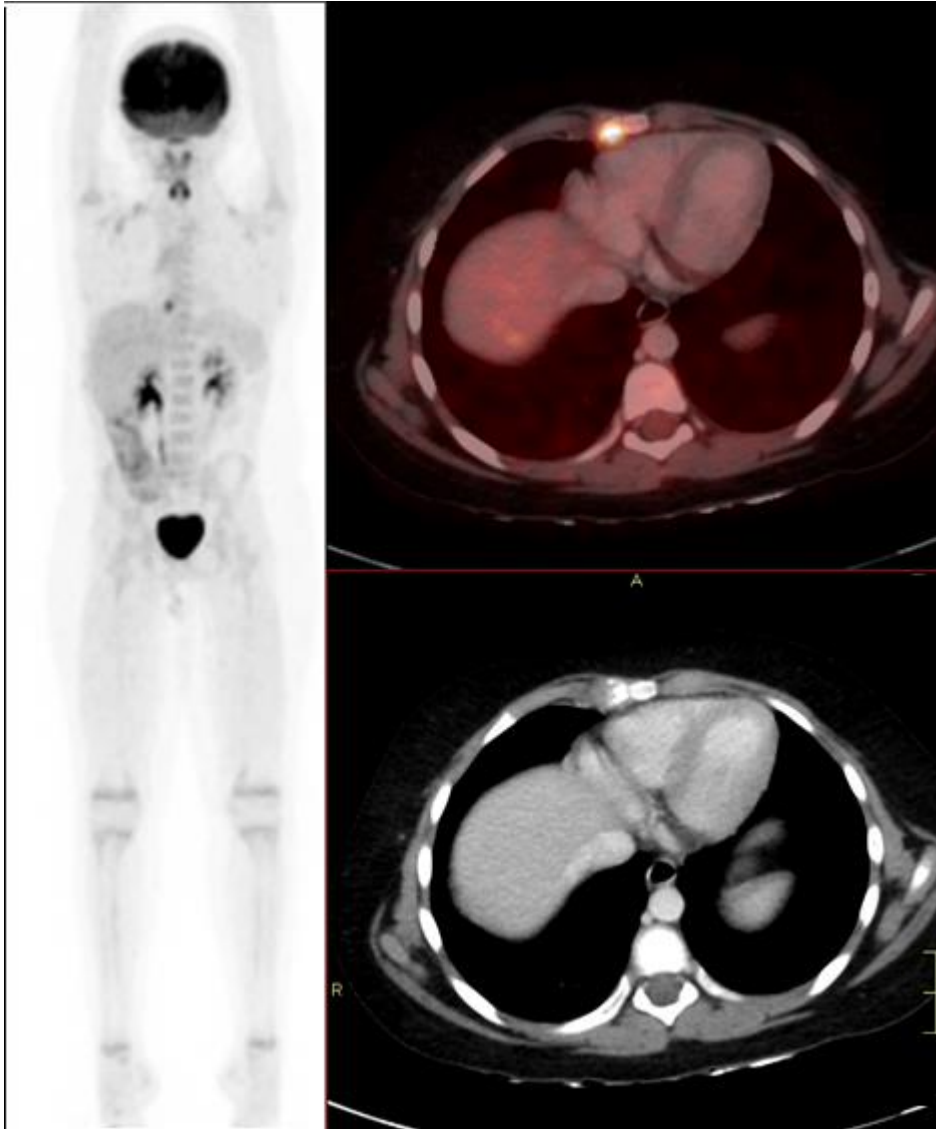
Paciente varón de 8 años con síndrome febril y debilidad de extremidades inferiores. Imagen A. MIP PET FDG pequeño foco en región torácica derecha que corresponde osteomielitis. B. Fusión PET/CT corte axial a nivel de la 4ta unión costoesternal derecha donde se ubica foco hipermetabólico. C, Tomografía computada que muestra lesión erosiva.
